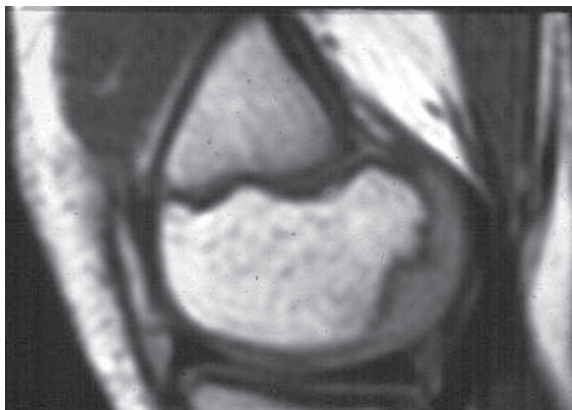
Aspect IRM d'une lacune d'ostéochondrose condylienne fémorale.
